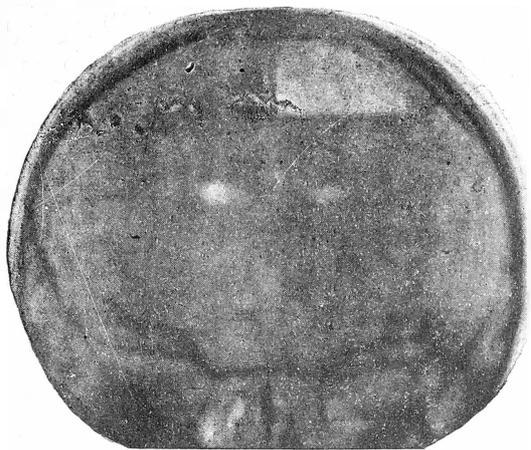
№ 1. Фас. Вертикальное положение больного. Горизонтально-сагиттальный ход рентген. лучей.
